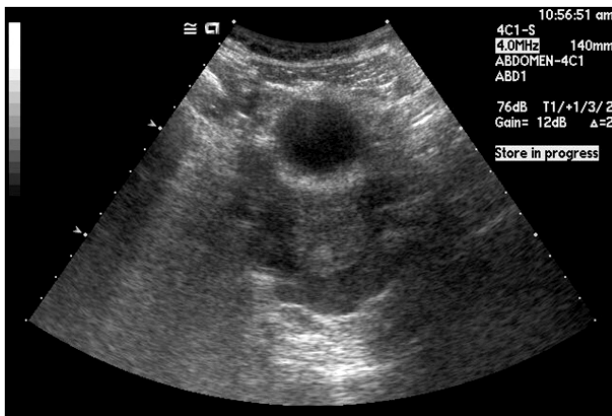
Sonographic finding of pelvic fluid collection.
